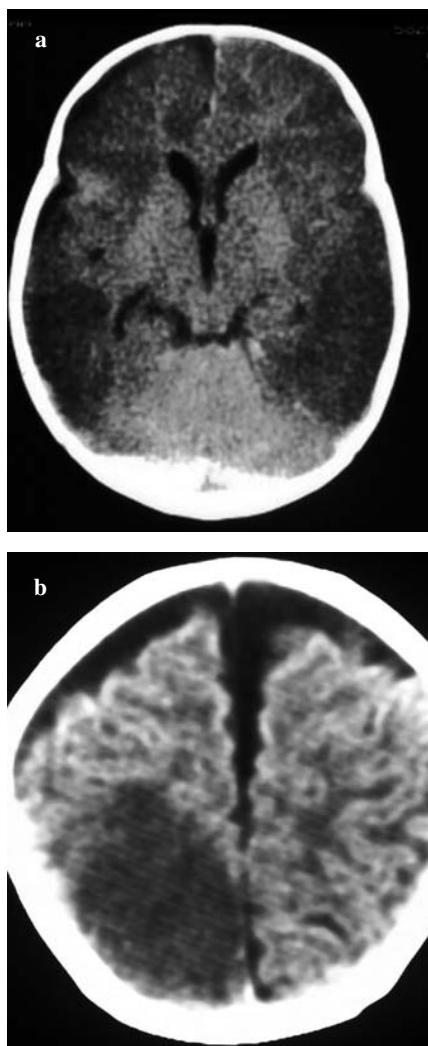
Computed tomography scan in shaken baby syndrome with typical intraparenchymal lesions and subdural haematomas.
